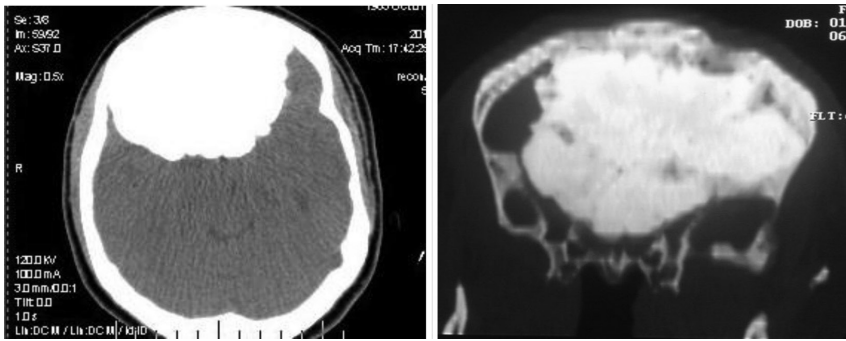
Хвора Б., 26 р. КТ компактної форми остеоми дна передньої черепної ямки гігантських розмірів.
